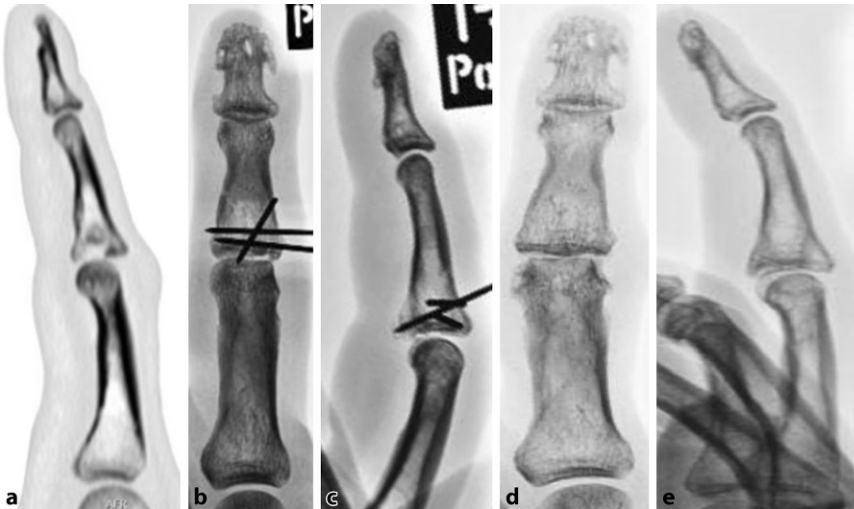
▲ Patientenbeispiel 1: intramedulläre Aufstufung. Radiologischer Verlauf einer Mittelgliedbasisimpersionsfraktur des rechten Ringfingers. a seitliche CT-Aufnahme präoperativ, b dorsopalmare Projektion postoperativ, c seitliche Projektion postoperativ, d dorsopalmare Projektion zum Zeitpunkt der letzten Nachuntersuchung, e seitliche Projektion zum Zeitpunkt der letzten Nachuntersuchung
